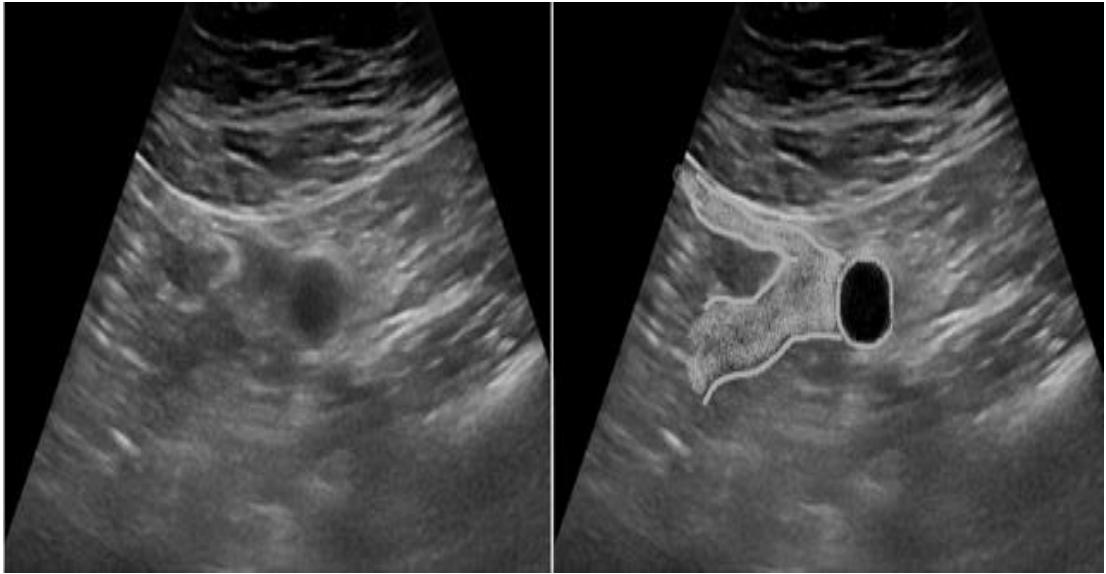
Aspectul ultrasonografic: b) limfonodul mezenteric
